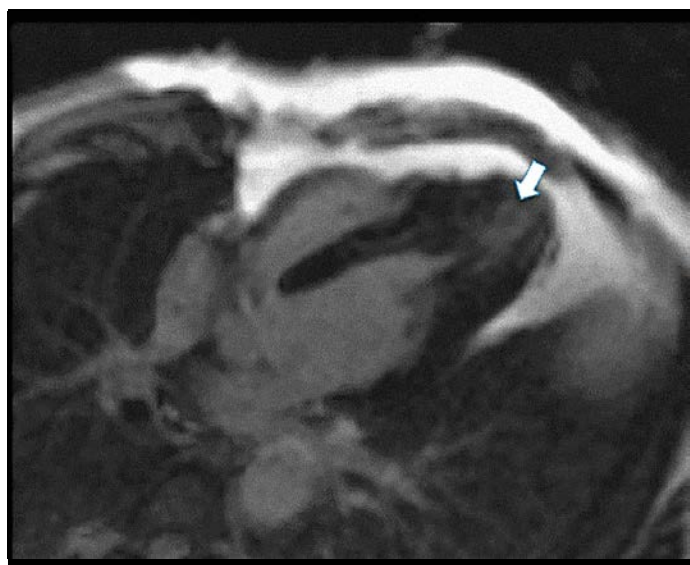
Отсроченное накопление контраста при МРТ сердца – участок интрамиокардиального фиброза в области вершины ЛЖ (белая стрелка).
